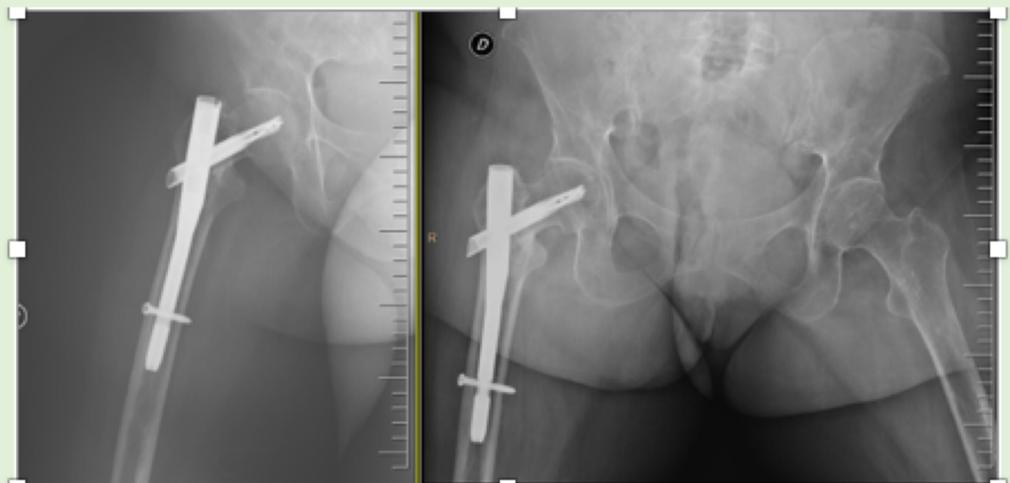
RADIOGRAFÍA AP Y AXIAL. SEGUIMIENTO POSTOPERATORIO A UN AÑO. SIGNOS DE CONSOLIDACIÓN DE LA FRACTURA
